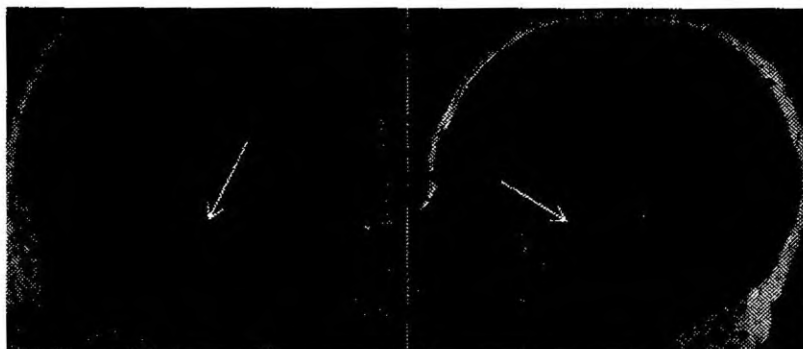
Магнитно-резонансная томография того же пациента с контрастированием препаратом гадолиния.
